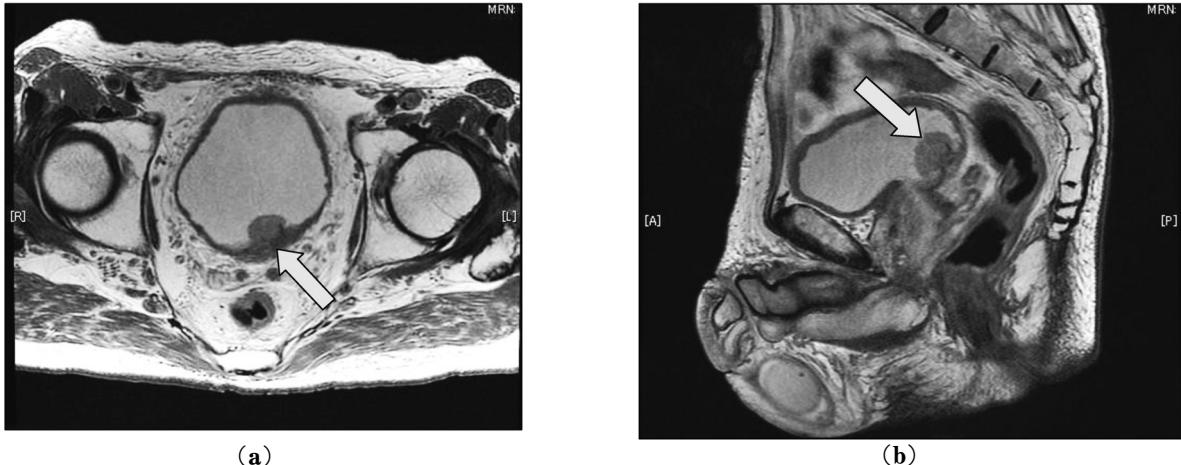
MRI showed a non-muscle invasive bladder tumor, 3cm in size on T2WI (arrow). (a) Axial (b) Sagittal
